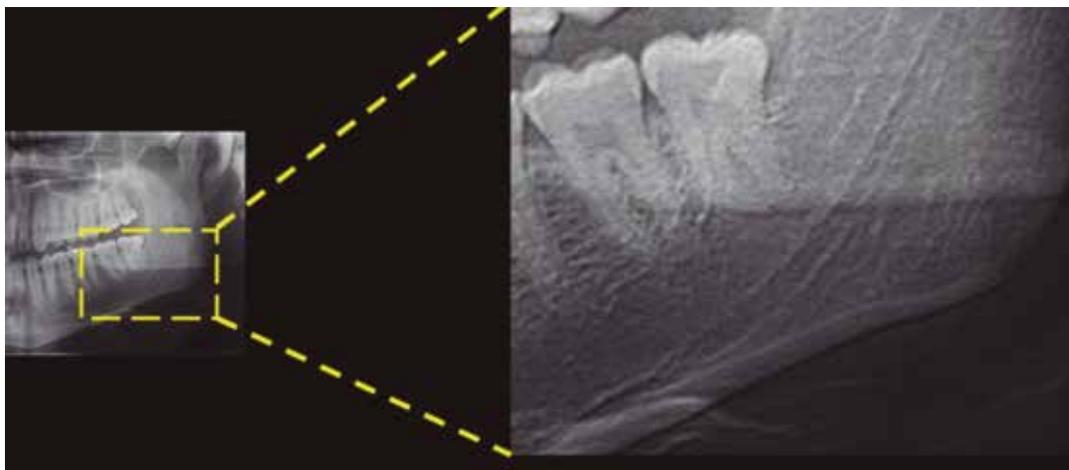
Radiografía panorámica preoperatoria, se observa tercera molar mandibular izquierda en posición vertical según Winter. Además en distal presenta una radiolucidez bien definida paracoronaria.
